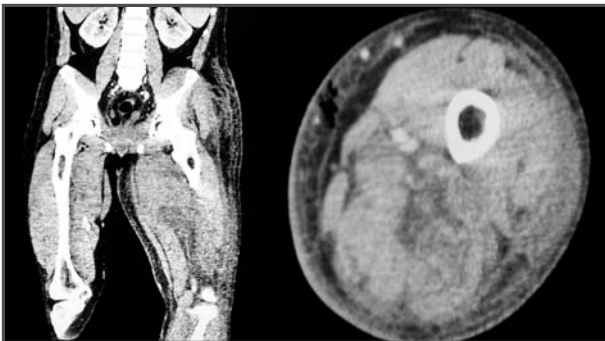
TC en la que se observa la extensa infiltración del tejido celular subcutáneo y de las masas musculares.
